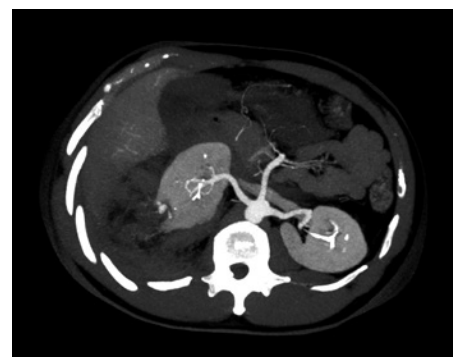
TOMOGRAFIA COMPUTADORIZADA DE CHEGADA, CORTE CORONAL, DEMONSTRANDO O ANGIOMIOLIPOMA RENAL E O HEMATOMA RETRO-PERITONEAL DEVIDO AO SEU SANGRAMENTO
